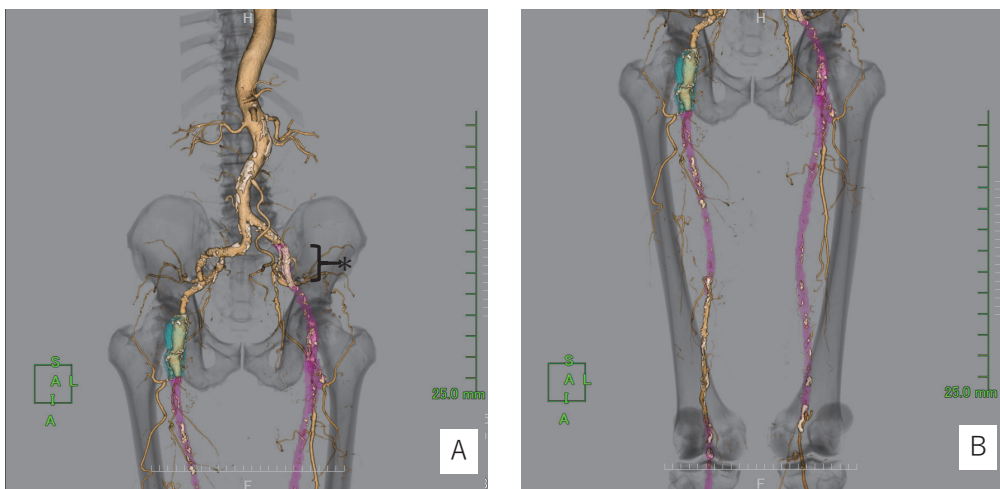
術前造影CT (A：腸骨動脈, B：大腿動脈)
